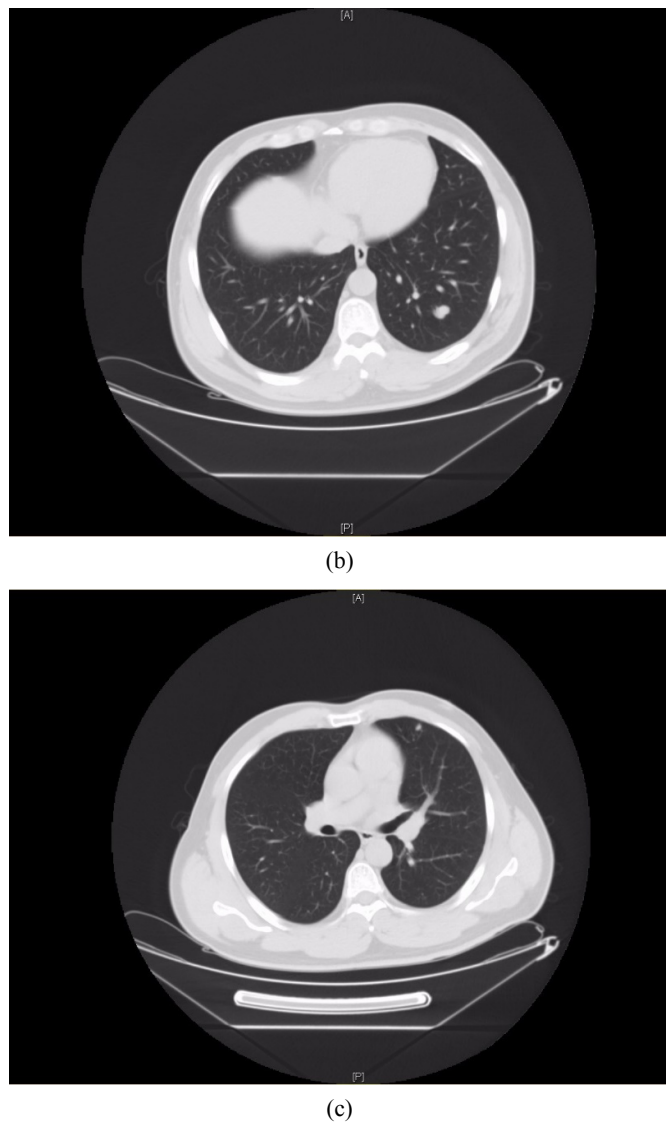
Chest CT in July 2021
